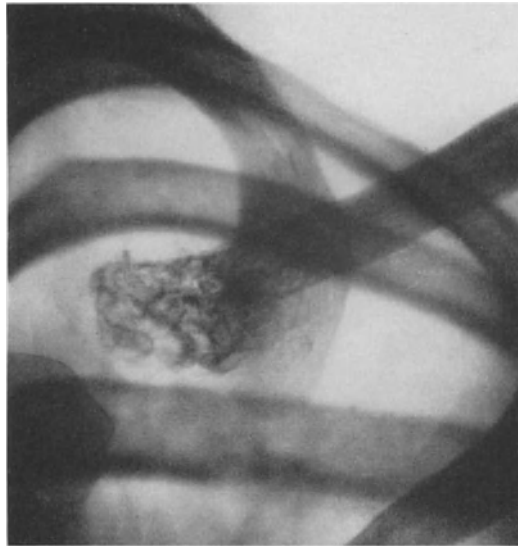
10jähr. ♂. EWING-Sarkom des rechten Schlüsselbeines. Klinisch leichte Verdickung. Zugehöriges Röntgenbild. EWING-Sarkom des Schlüsselbeines. Starke Auflockerung und Zerstörung des sternalen Schlüsselbeinendes. Probeexzision: Reticulosarkom. Exartikulation des Schlüsselbeines im Sternalgelenk und Resektion im Gesunden. Nachbestrahlung. Nach 4 Jahren gesund.
